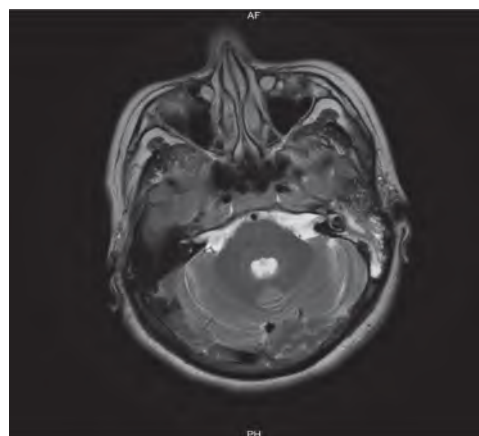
МРТ мостомозжечкового угла
